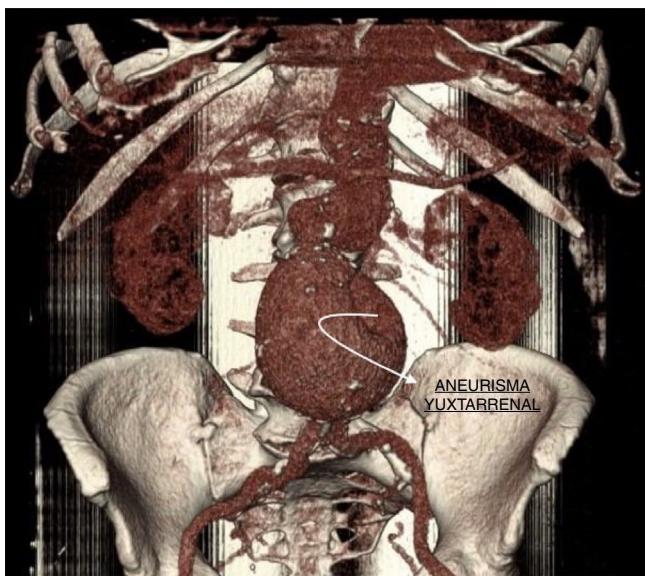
Angio-TC reconstrucción en 3 D.
